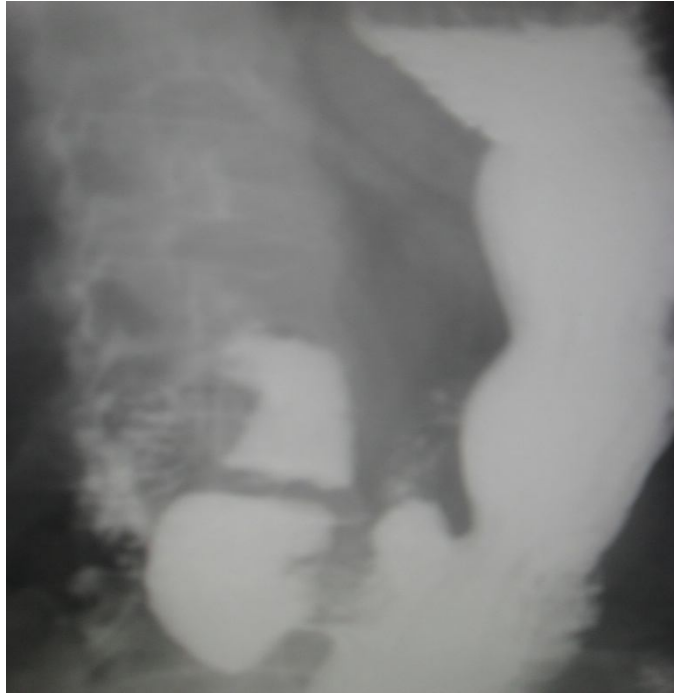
Рентгенограмма желудка больного через 6 месяцев после иссечения язвы, мостовидной дуоденопластики: желудок уменьшился в размерах, перистальтика глубокая, эвакуация не нарушена
